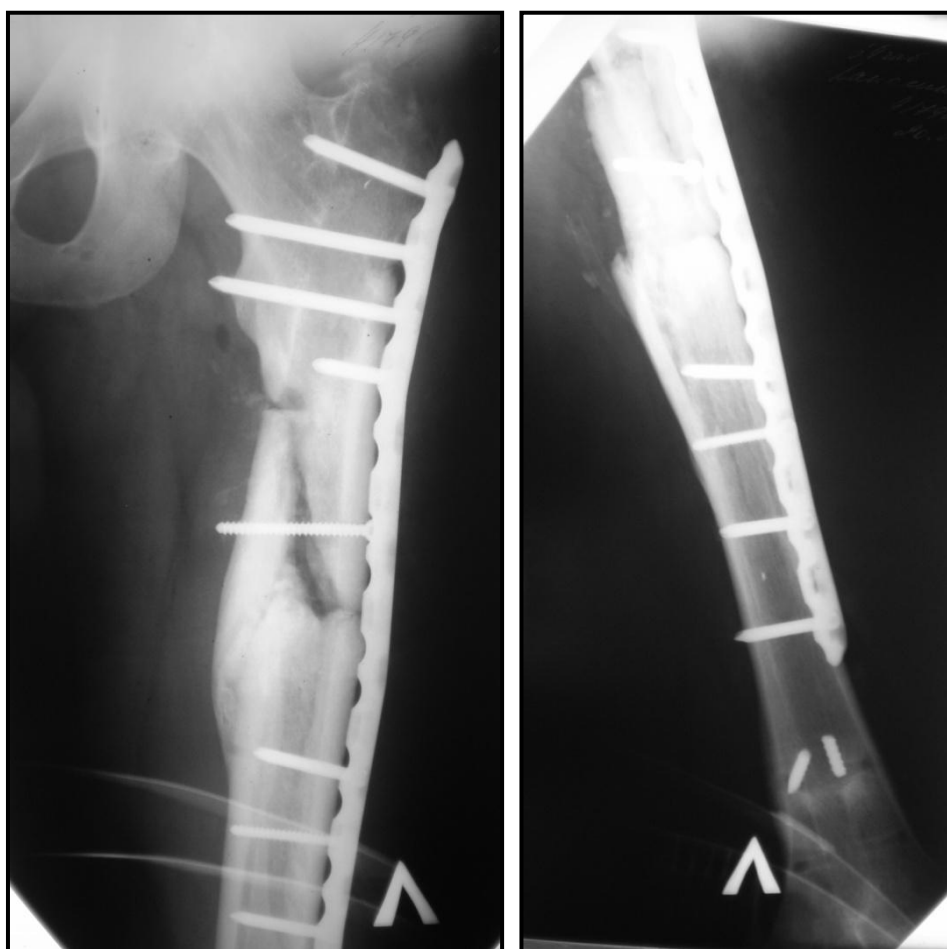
Рентгенограммы бедренной кости того же больного после реконструктивной операции.
